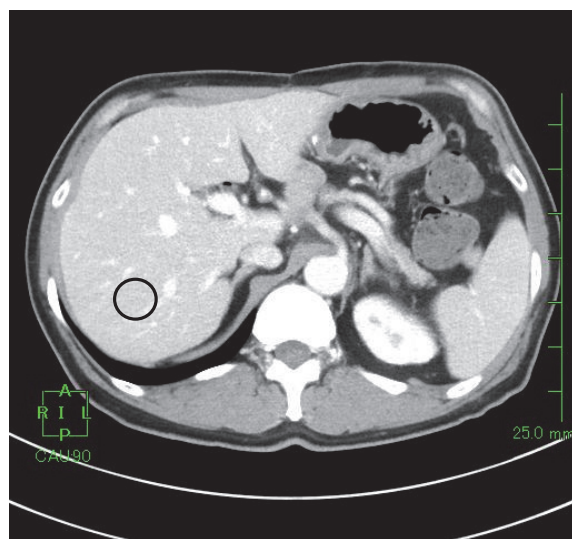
ROI for measuring CT number of hepatic parenchyma.
